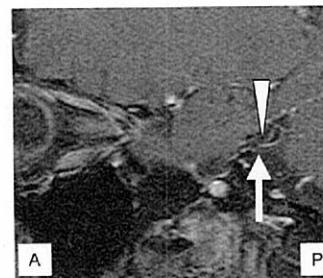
MRI 矢状断像。三叉神経（矢印）を下方に圧迫する上小脳動脈（矢頭）が認められる。
